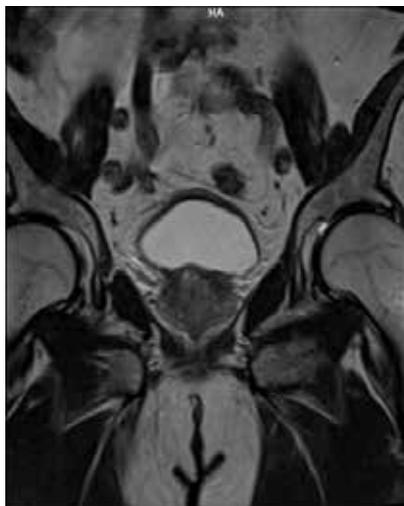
Магнитно-резонансная томограмма от 17.12.2021. Состояние после комбинированного лечения, без признаков рецидива
